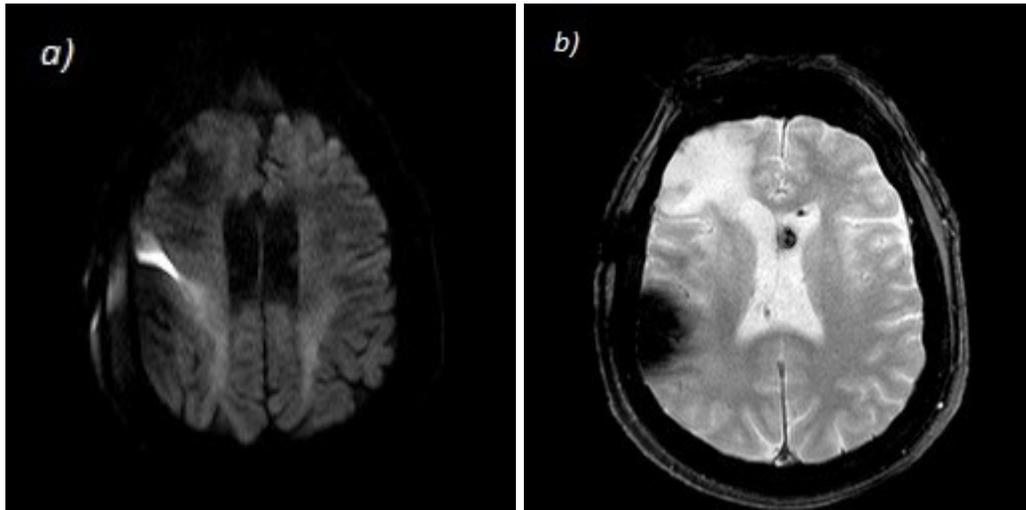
Immagini RM encefalo paziente impiantato con DVE, a) sequenza DWI b) sequenza FFE
